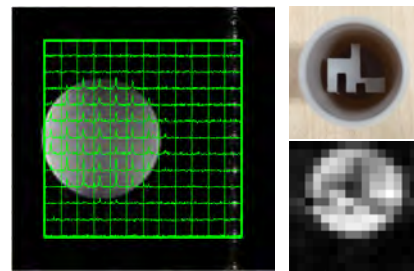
パラ水素誘起偏極による $[1-^{13}\text{C}]$ ピルビン酸アリの超偏極 ^{13}C MRI 撮像
